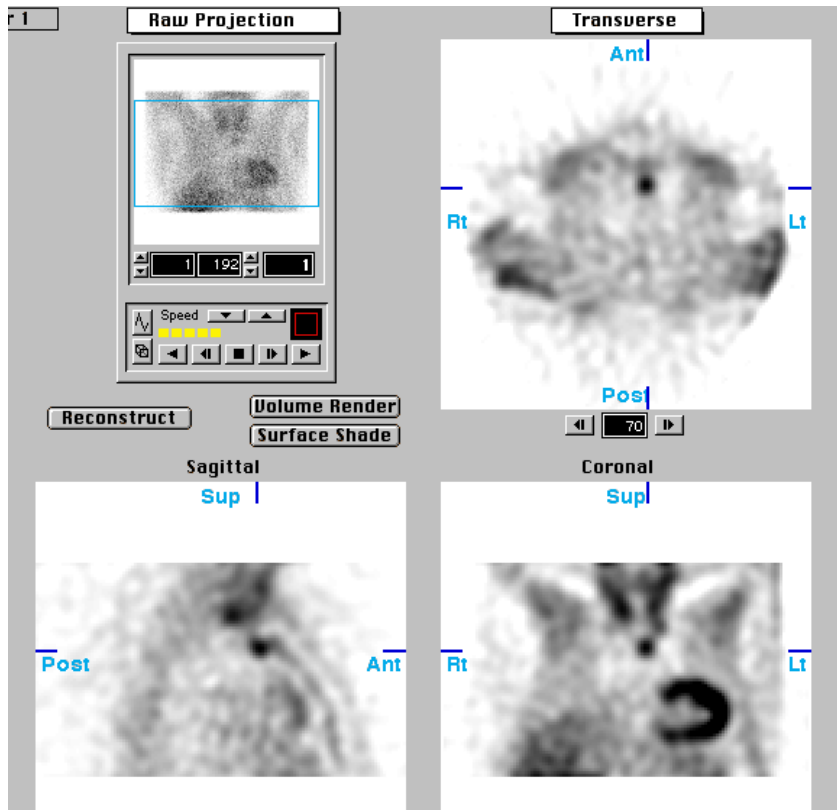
SPECT mit gefilterter Rückprojektion (Adenom links-unten)
